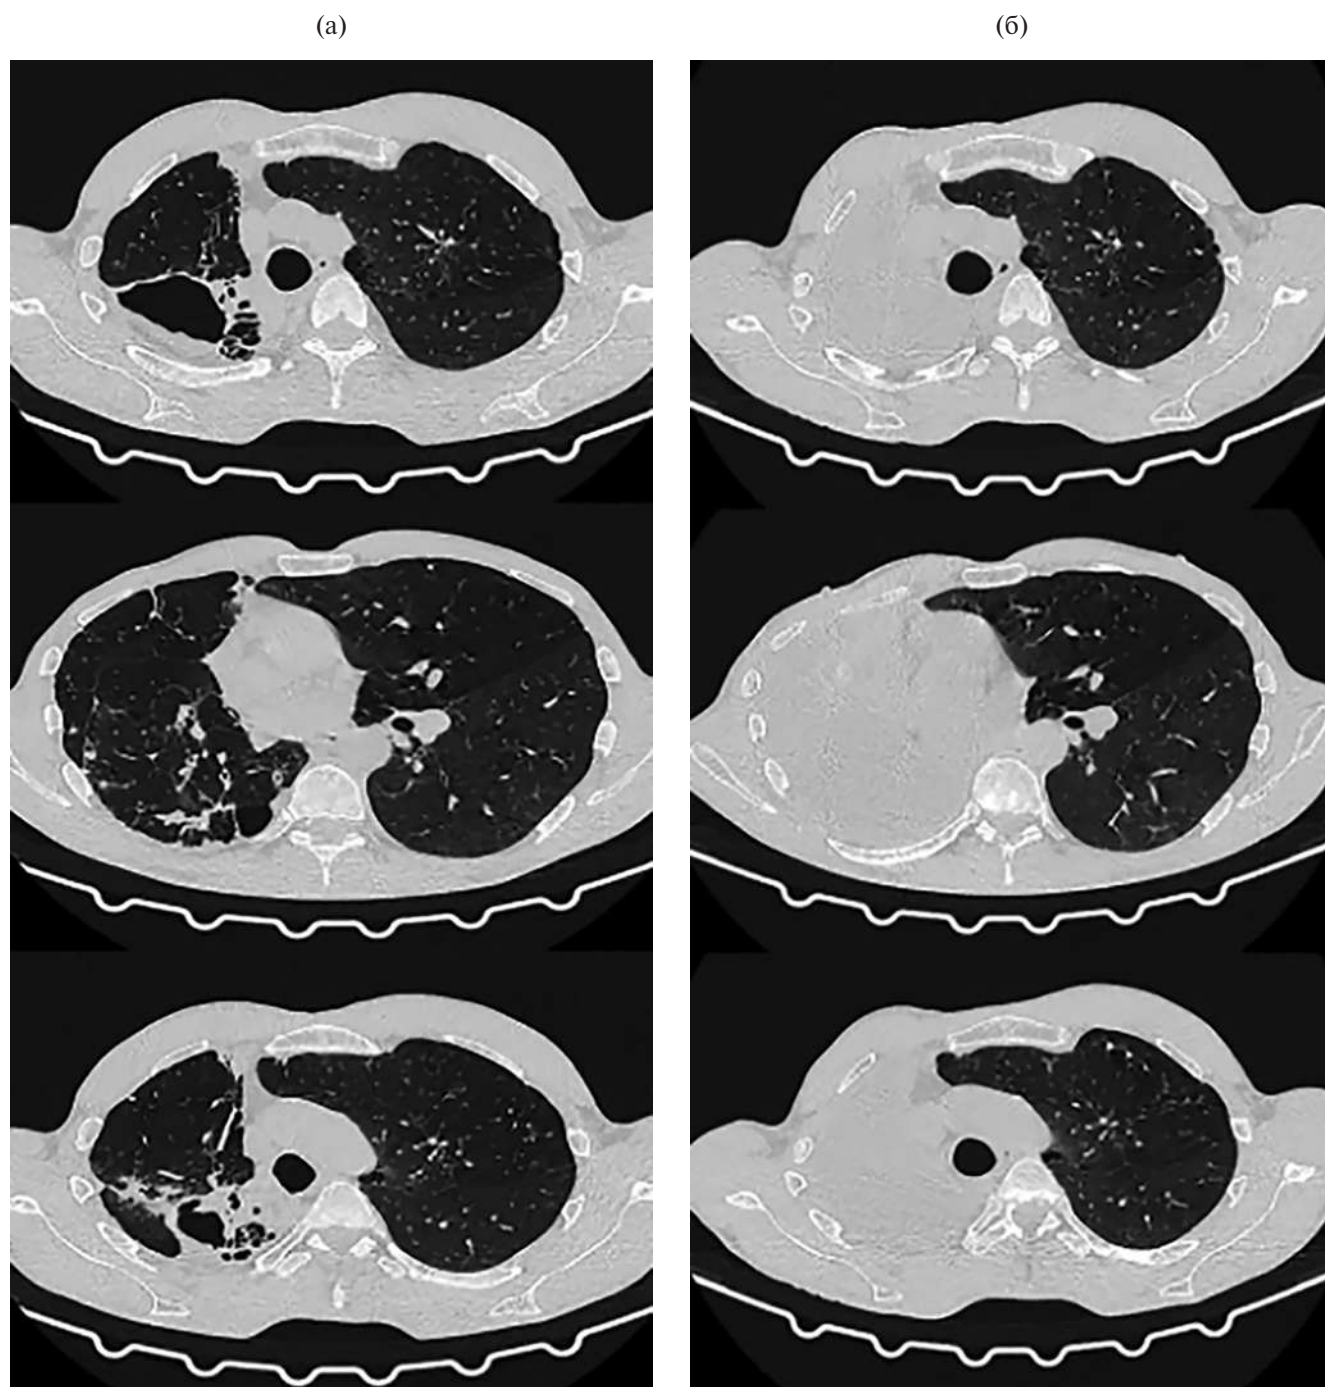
Аксиальные срезы КТ ОГК пациента К., легочное окно, до и после пневмонэктомии с ППС справа: а – до операции, б – через 6 месяцев после операции.
